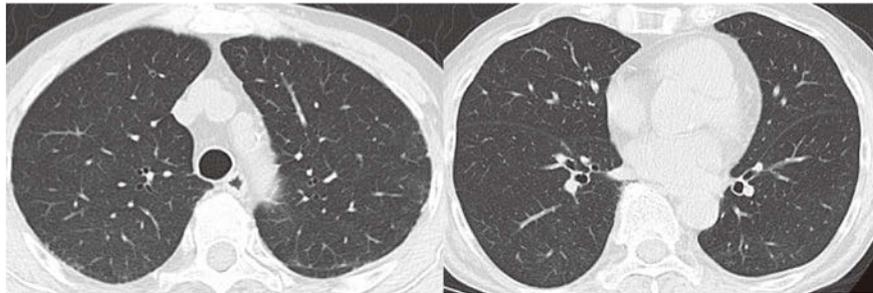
Chest CT eight days after steroid therapy. Ground-glass opacities and consolidations had disappeared.
